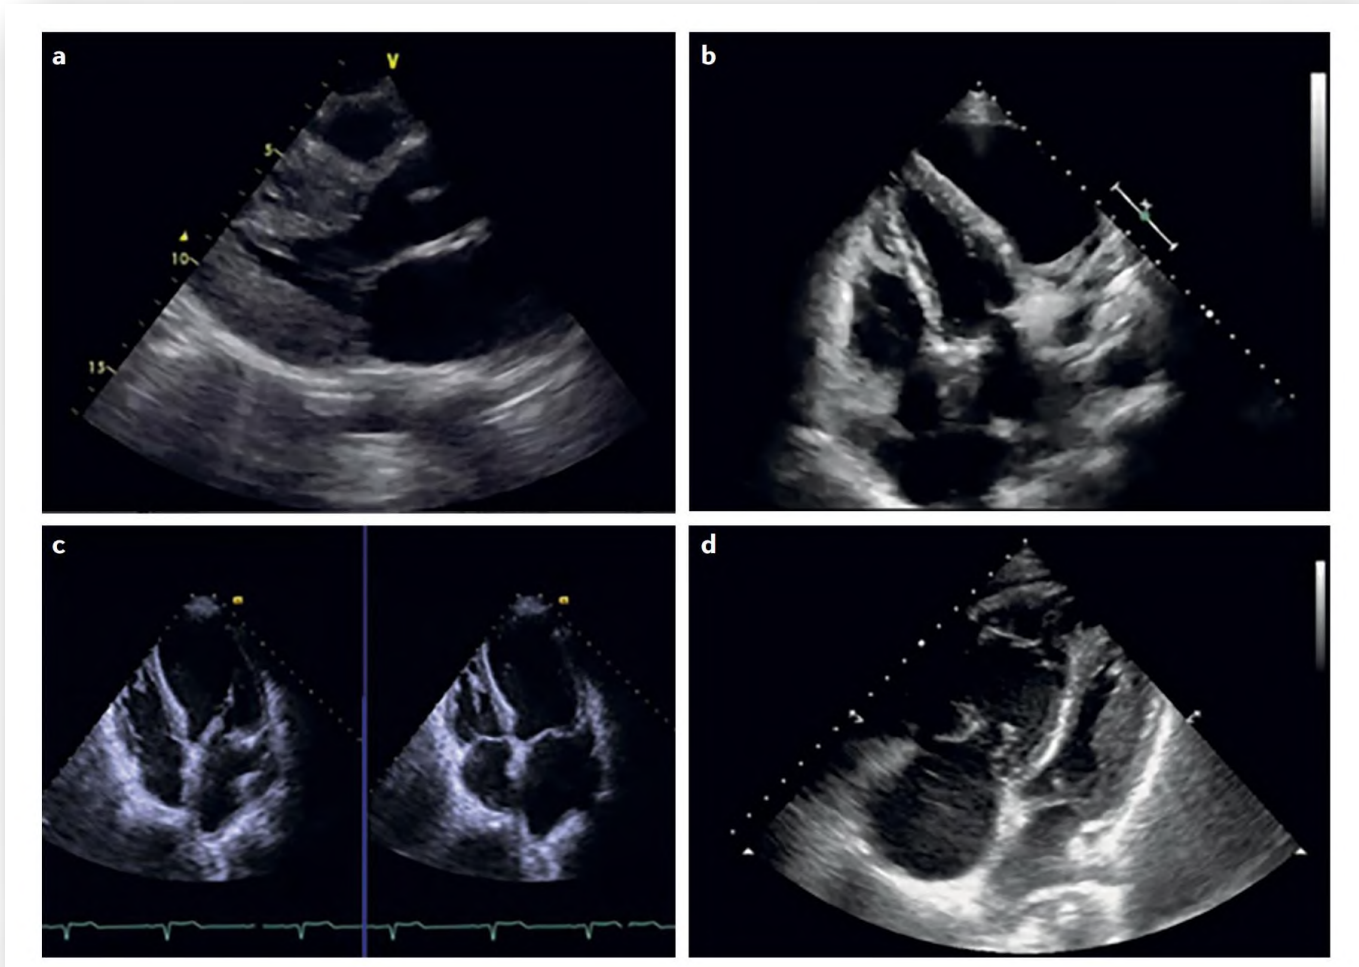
Трансторакальные эхокардиографические изображения пациентов с шоком. Быстрая дифференциация причины шока в значительной степени облегчается с помощью эхокардиографической оценки у постели больного, такой как Быстрая оценка с помощью эхокардиографии сердца (RACE Rapid Assessment by Cardiac Echocardiography), которая может быстро продемонстрировать признаки гиповолемии. А) «Целующиеся» желудочковые стенки. б) перикардальный выпот, вызывающий тампонаду. в) Расширенный и плохо сжимающийся левый желудочек у пациента с кардиогенным шоком (левое изображение, диастола; правое изображение, систола). д) Расширенное правое предсердие и правый желудочек и сжатый, пустой левый желудочек, вызванный массивной легочной эмболией.
